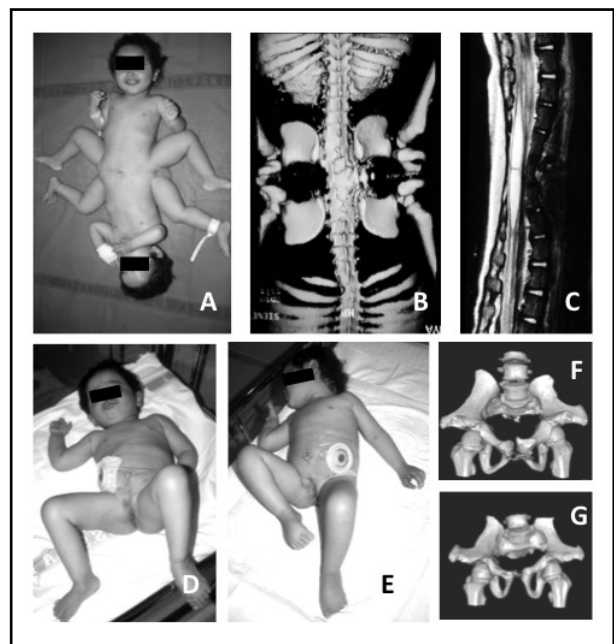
A: Gemelas isquiópagas tetrapus. B y C: Reconstrucción esquelética con TAC y RNM que demuestra fusión medular. D y E: Resultado tras la separación. F y G: Pelvis de ambas gemelas tras la separación.
